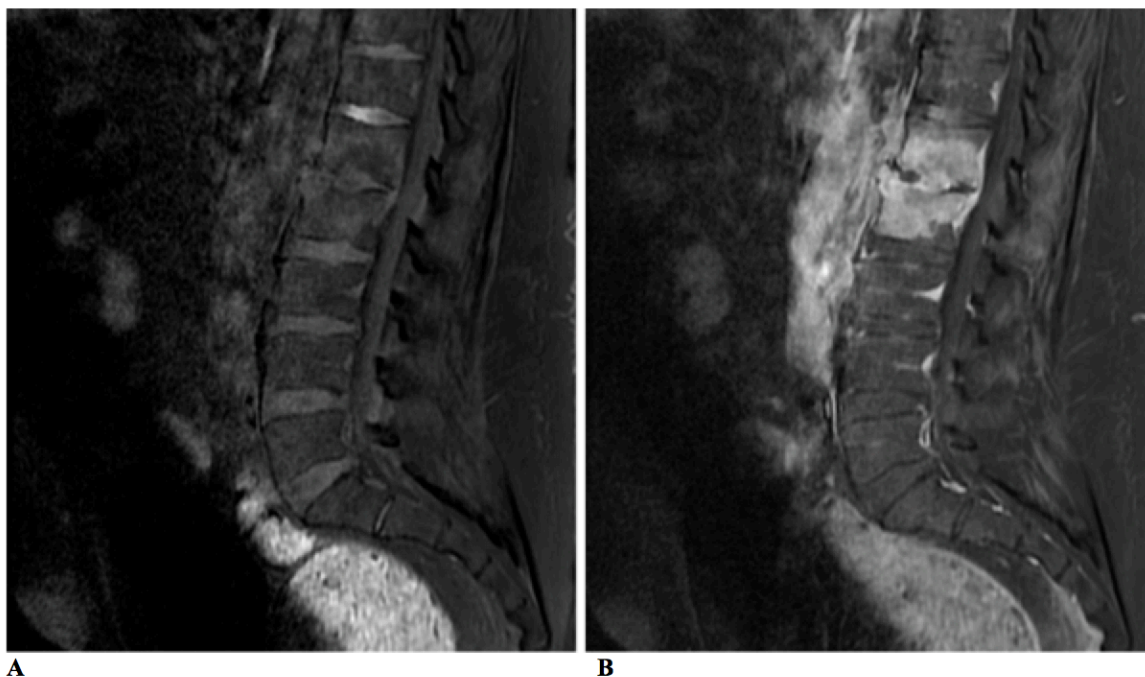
Masculino, 67 anos (mesmo paciente da figura 1). A/B: RM, planos sagitais, T1 com supressão de gordura antes e após utilização do meio de contraste paramagnético. B: evidência de forma mais conspícua a coleção intradiscal com extensão intrassomática para os platôs de L1 e L2.
